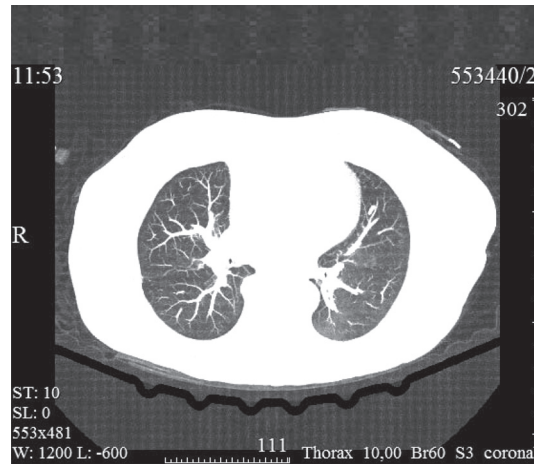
КТ-визуализация при поступлении: двусторонняя полисегментарная вирусная COVID-19-пневмония
